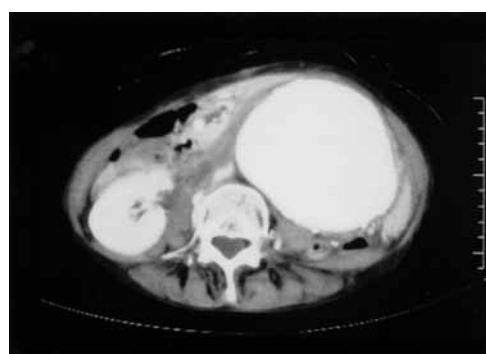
Enhanced computed tomography showed infrarenal abdominal aortic aneurysm without any signs of rupture. The maximum diameter of abdominal aortic aneurysm was 90 mm.
